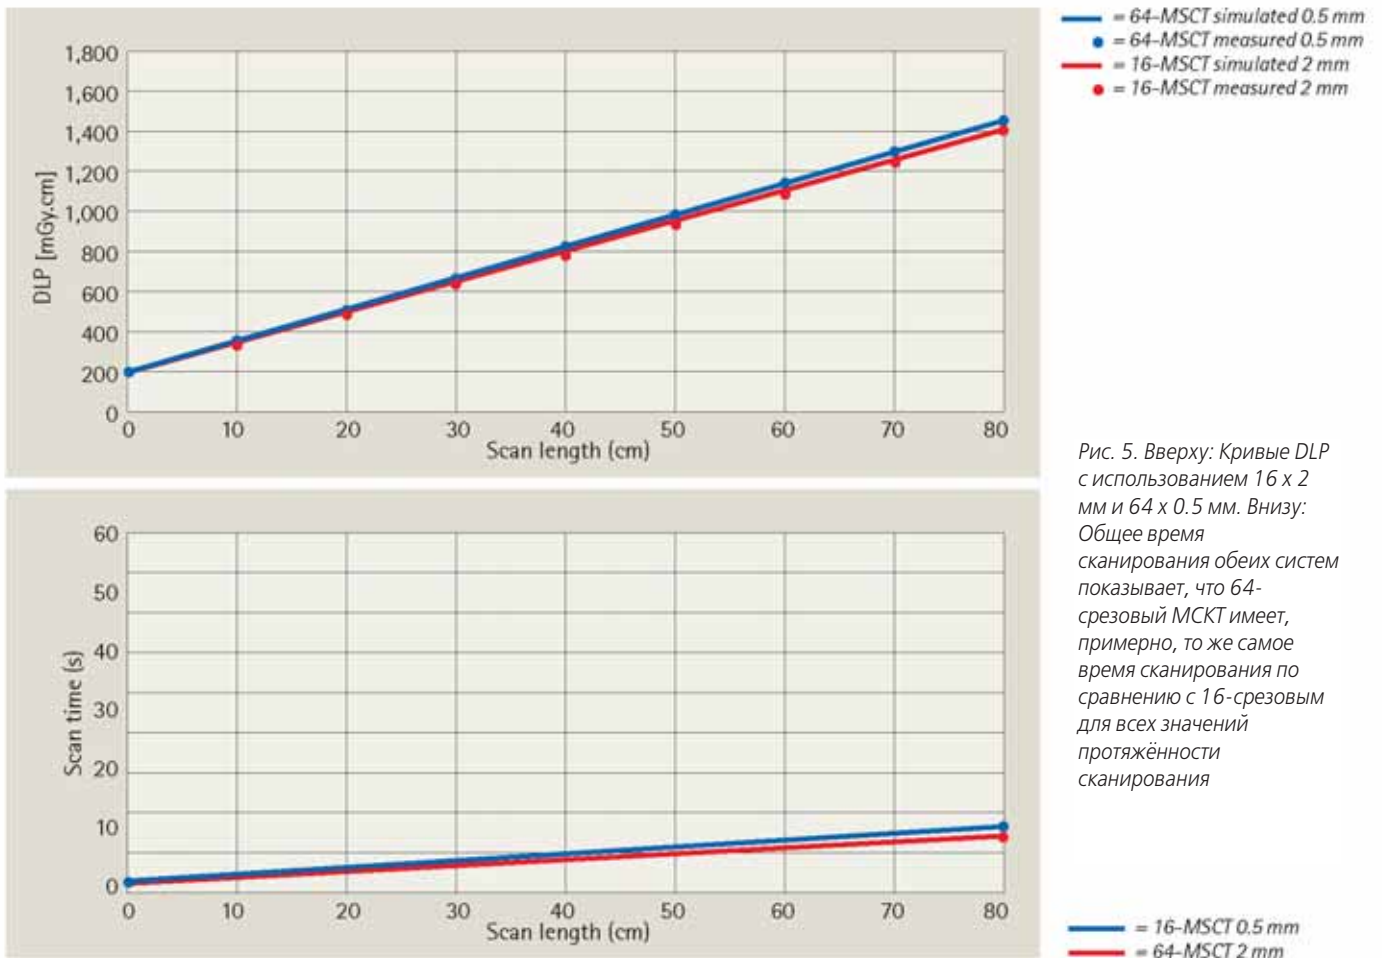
Вверху: Кривые DLP с использованием 16 x 2 мм и 64 x 0.5 мм. Внизу: Общее время сканирования обеих систем показывает, что 64-срезовый МСКТ имеет, примерно, то же самое время сканирования по сравнению с 16-срезовым для всех значений протяжённости сканирования
